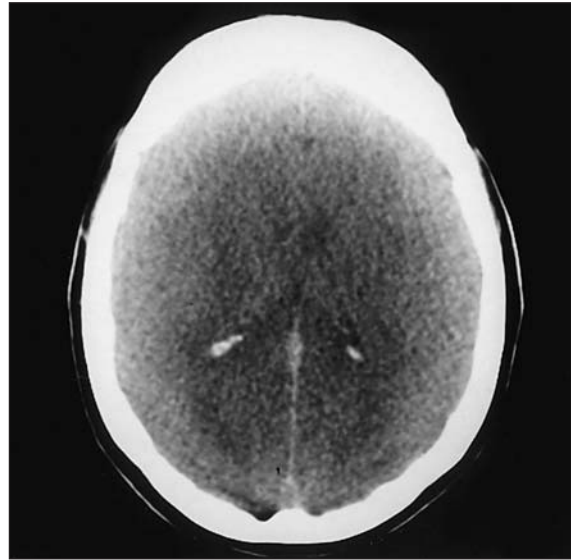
Tomografía axial computarizada craneal: edema cerebral masivo.
